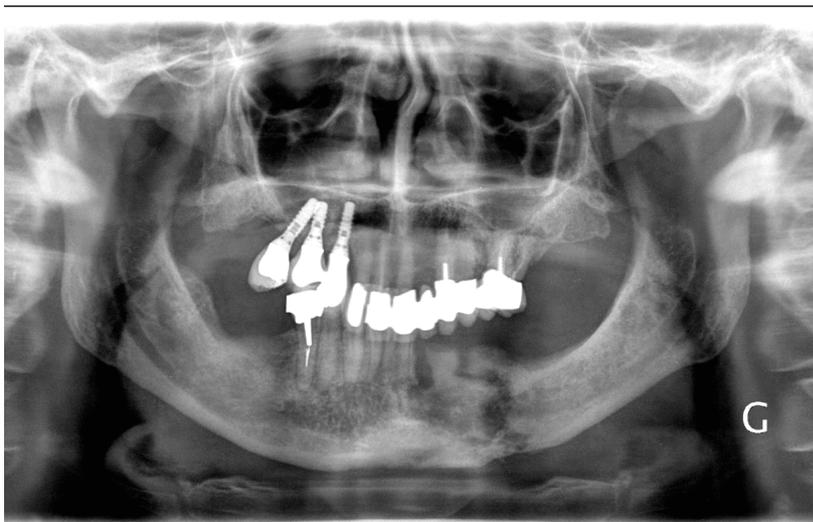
Radiographie panoramique (OPG) révélant une fracture pathologique de la branche mandibulaire gauche.
